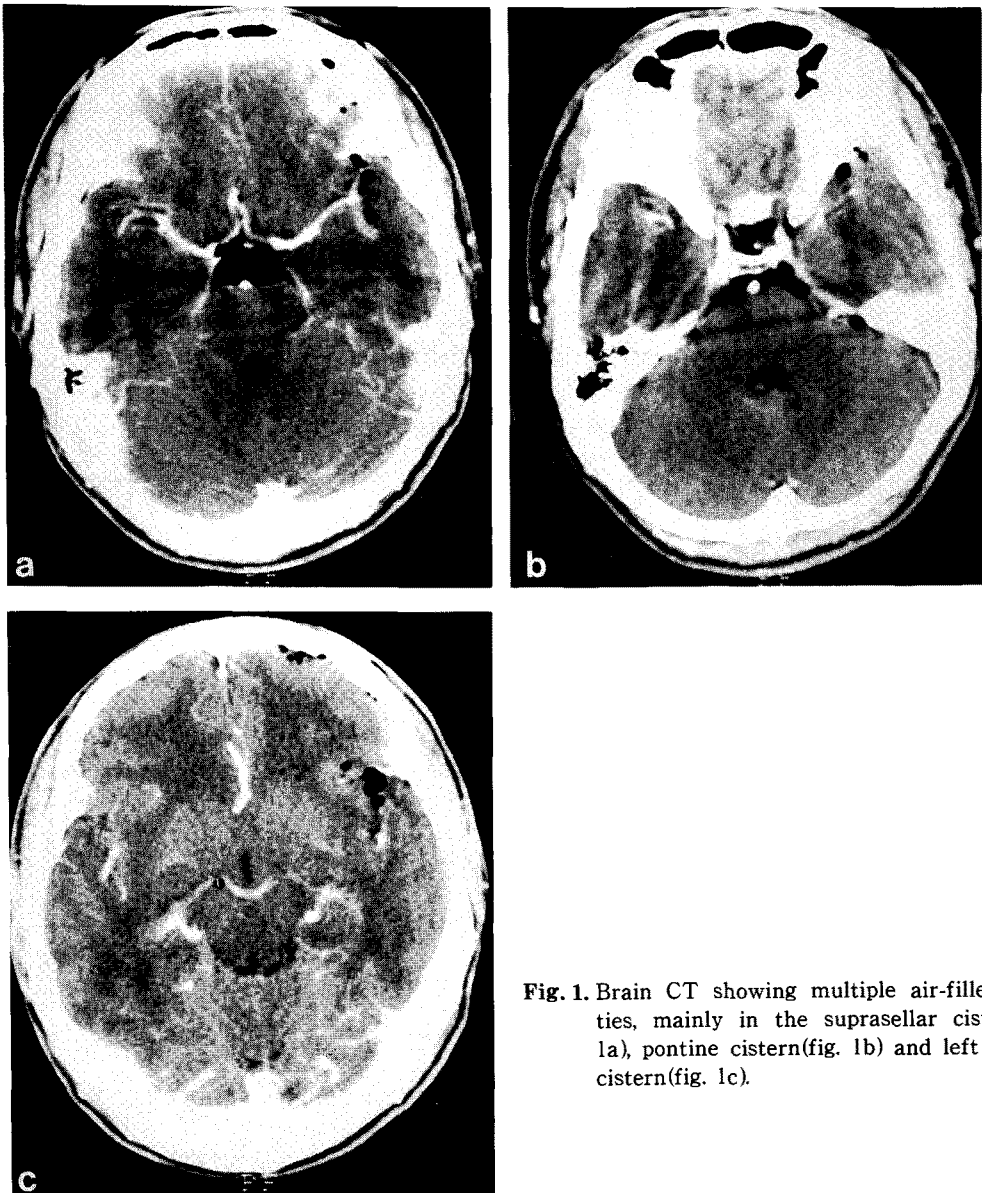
Brain CT showing multiple air-filled cavities, mainly in the suprasellar cistern(fig. 1a), pontine cistern(fig. 1b) and left sylvian cistern(fig. 1c).
